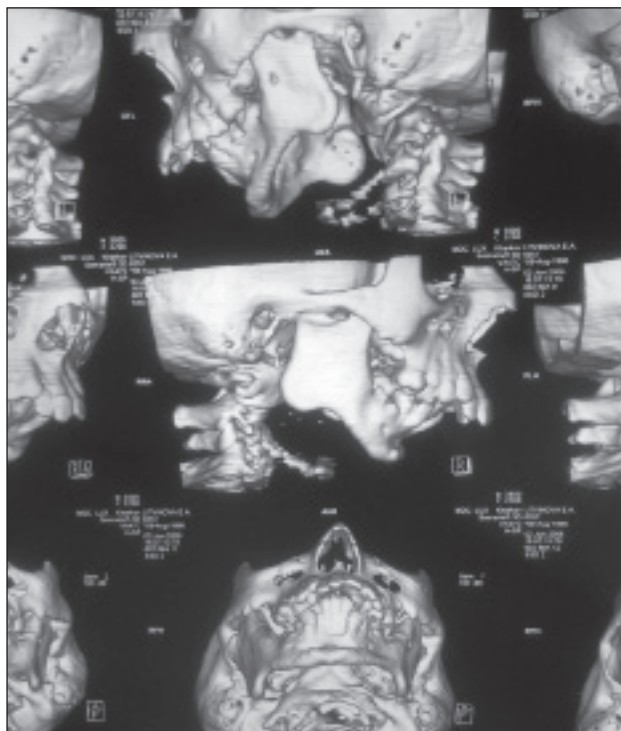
Компьютерная томография ребенка Л. до операции
